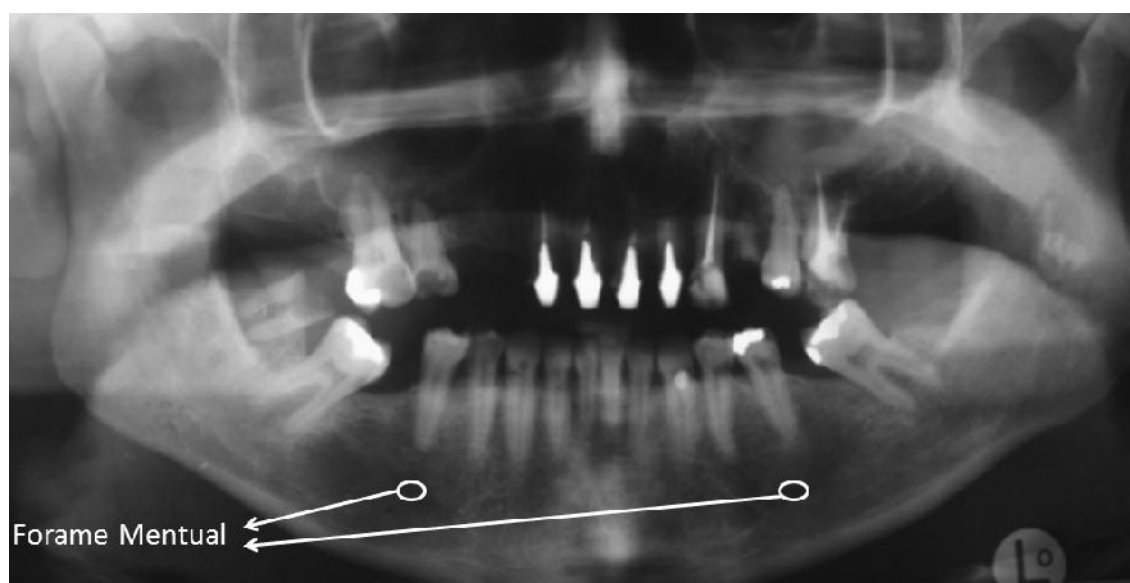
Radiografia panorâmica da Clínica Integrada de Faculdade Ingá, indicando o forame mental.
